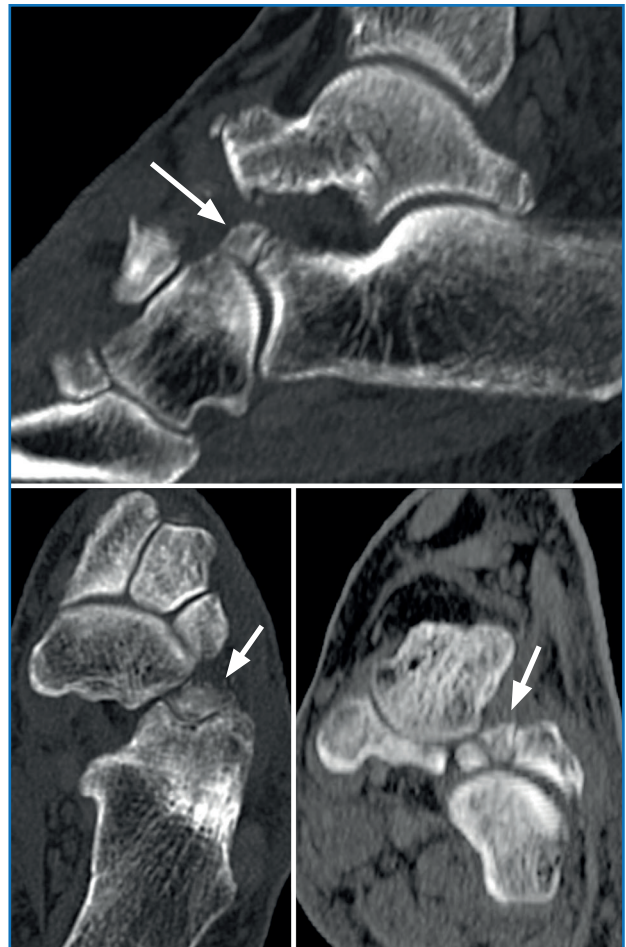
Imagen de tomografía computarizada (TC) donde se muestra, en los 3 planos, la presencia de un osículo secundario en la porción más dorsal de la tuberosidad anterior del calcáneo, que corresponde al os calcaneus secundarius.
